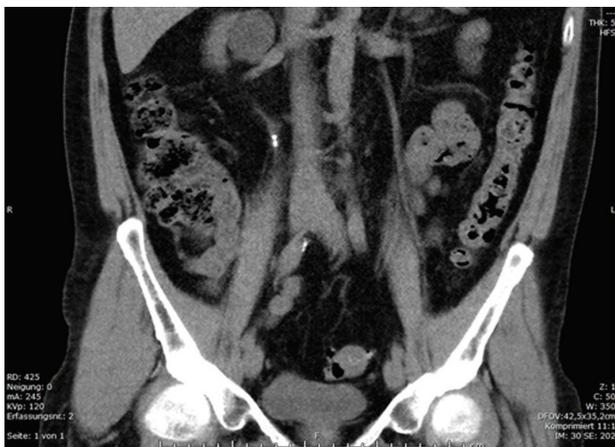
Präoperative Computertomographie (nativ).
